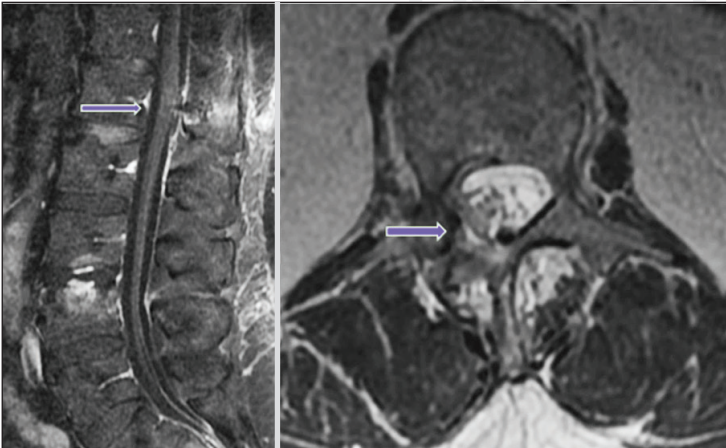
Preoperatif kontrastlı lomber MRG T1 sekansı. Sagittal ve aksiyal görüntü, homojen kontrastlanan intradural kitle lezyonu.
